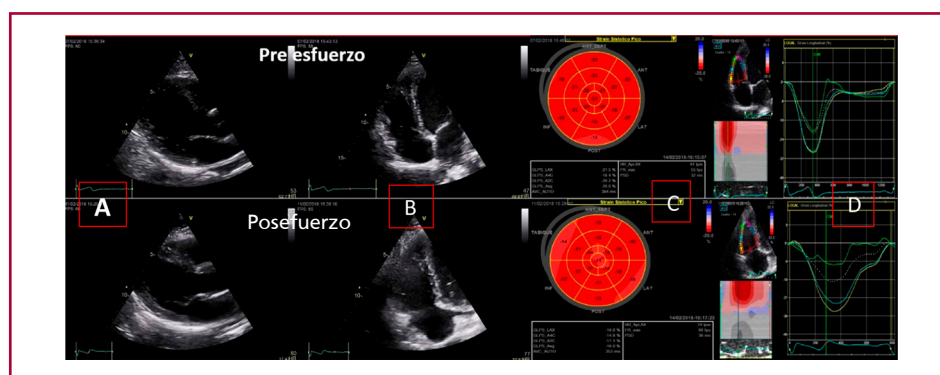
Ecocardiogram basal y posesfuerzo. A. Eje largo paraesternal izquierdo basal y posesfuerzo. B. Eje de cuatro cámaras apical focalizado en Vd. C. Bull eye de strain longitudinal global basal y posesfuerzo. D. curva de strain de la pared libre del Vd basal y posesfuerzo.
